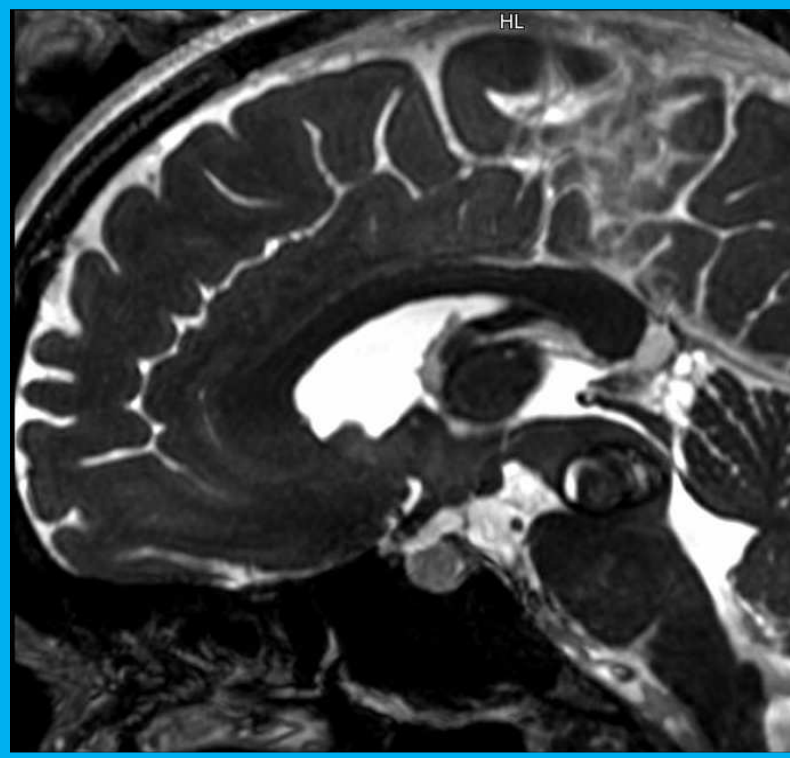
und 4: Prä – und postoperative MRT – Bildgebung einer Patientin mit geblutetem Hirnstammkavernom im Mesencephalon
